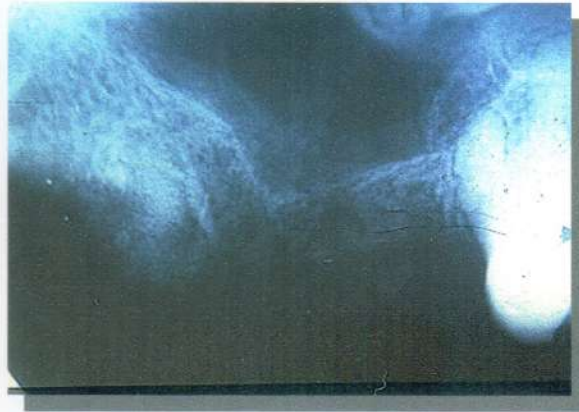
Caso clínico N° 30. Radiografía periapical de control a los 30 días.
